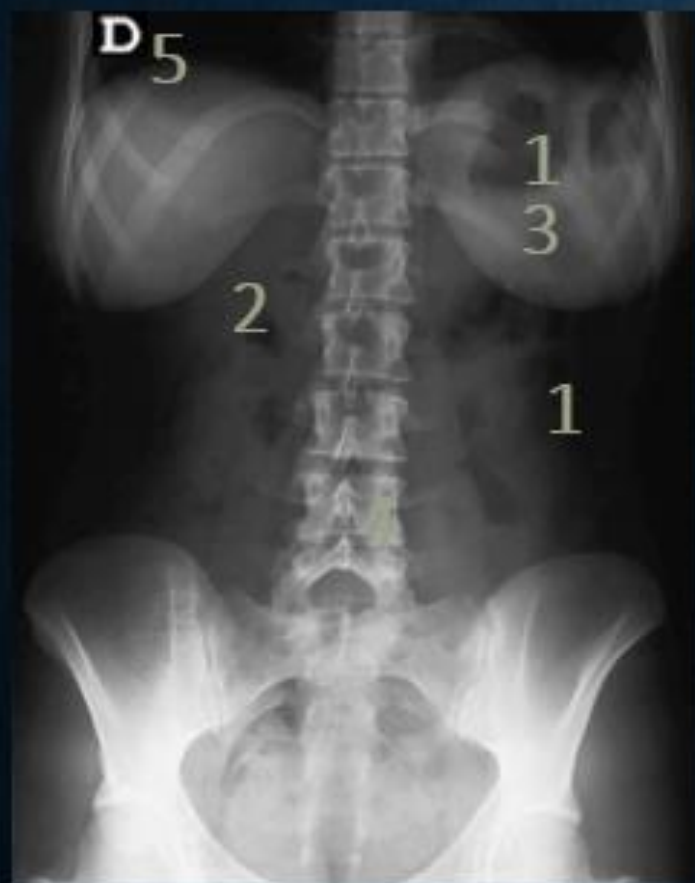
RADIOGRAFÍA ABDOMINOPÉLVICA.
